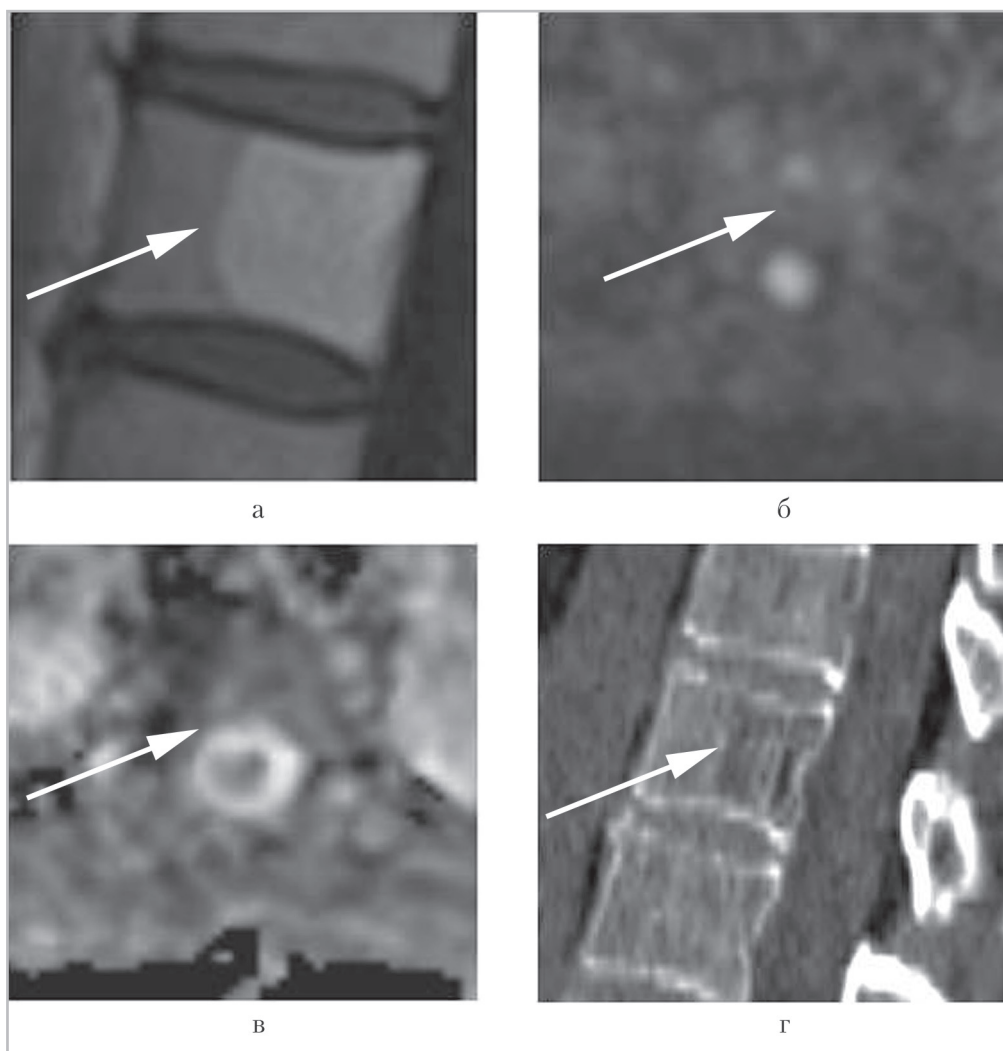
Гемангиома в грудном позвонке у пациентки с раком молочной железы. Гемангиома (стрелка) характеризуется гиперинтенсивным сигналом на T1-ВИ (а), изоинтенсивна смежному костному мозгу на ДВИ (б) и ИКД (в), коэффициент диффузии составляет $0,8 \times 10^{-3} \text{ мм}^2/\text{с}$. На сагиттальном реформате КТ (г) (исследование выполнено из-за мультифокального поражения легких) определяется типичная трабекулярная перестройка, характерная для гемангиом
